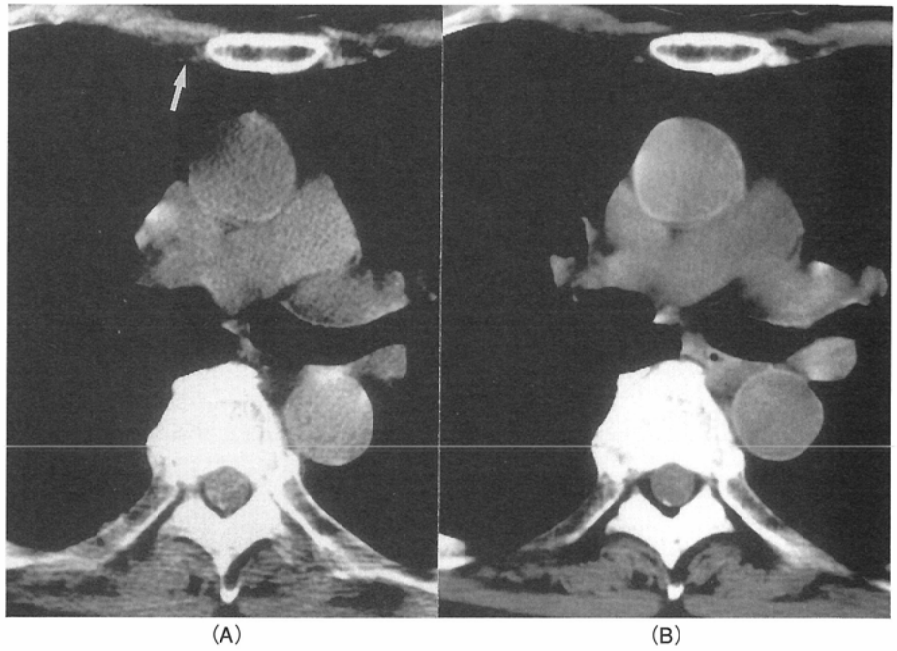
Image quality with screening CT (A) versus conventional CT (B) in a mediastinal anatomy. Internal thoracic artery and vein are also demonstrated on the screening CT (arrow).
